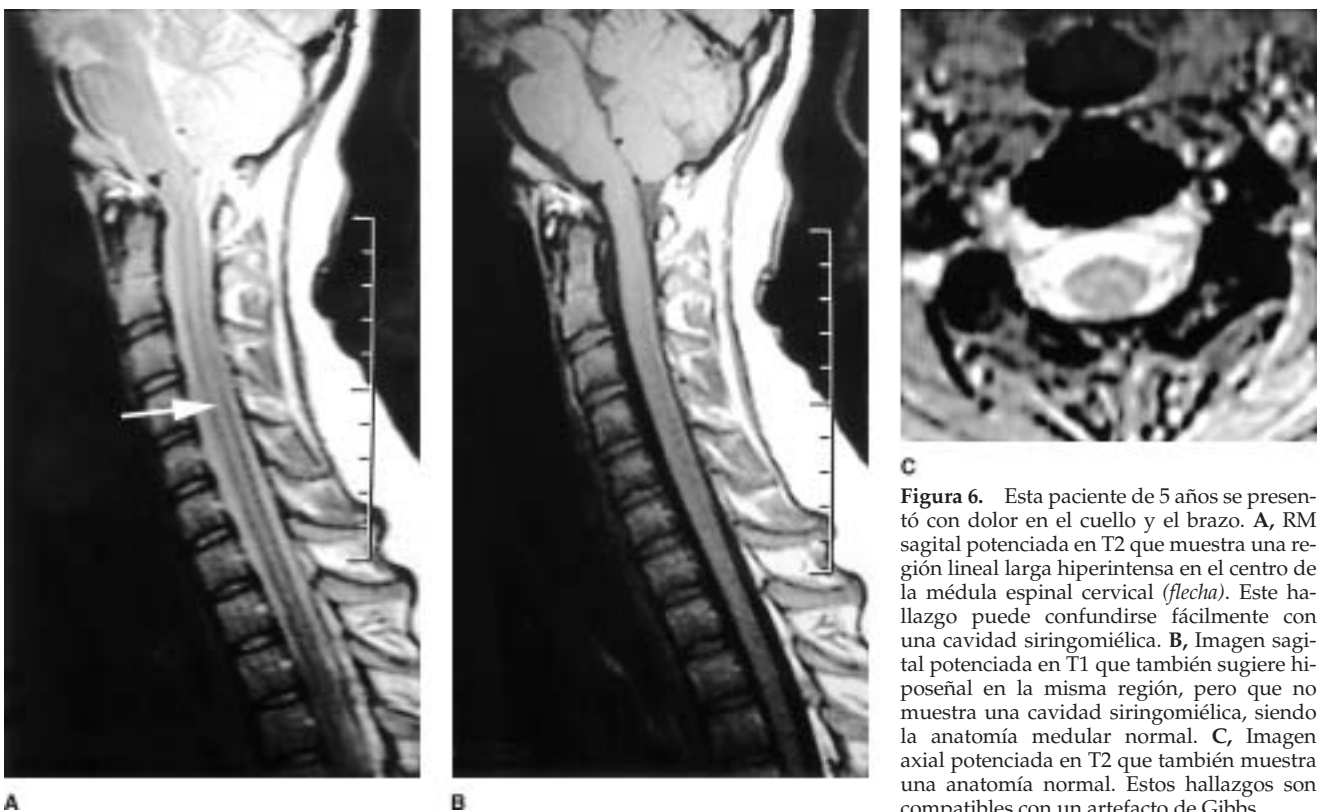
Esta paciente de 5 años se presentó con dolor en el cuello y el brazo. A, RM sagital potenciada en T2 que muestra una región lineal larga hiperintensa en el centro de la médula espinal cervical (*flecha*). Este hallazgo puede confundirse fácilmente con una cavityad siringomiélica. B, Imagen sagital potenciada en T1 que también sugiere hiposeñal en la misma región, pero que no muestra una cavityad siringomiélica, siendo la anatomía medular normal. C, Imagen axial potenciada en T2 que también muestra una anatomía normal. Estos hallazgos son compatibles con un artefacto de Gibbs.
